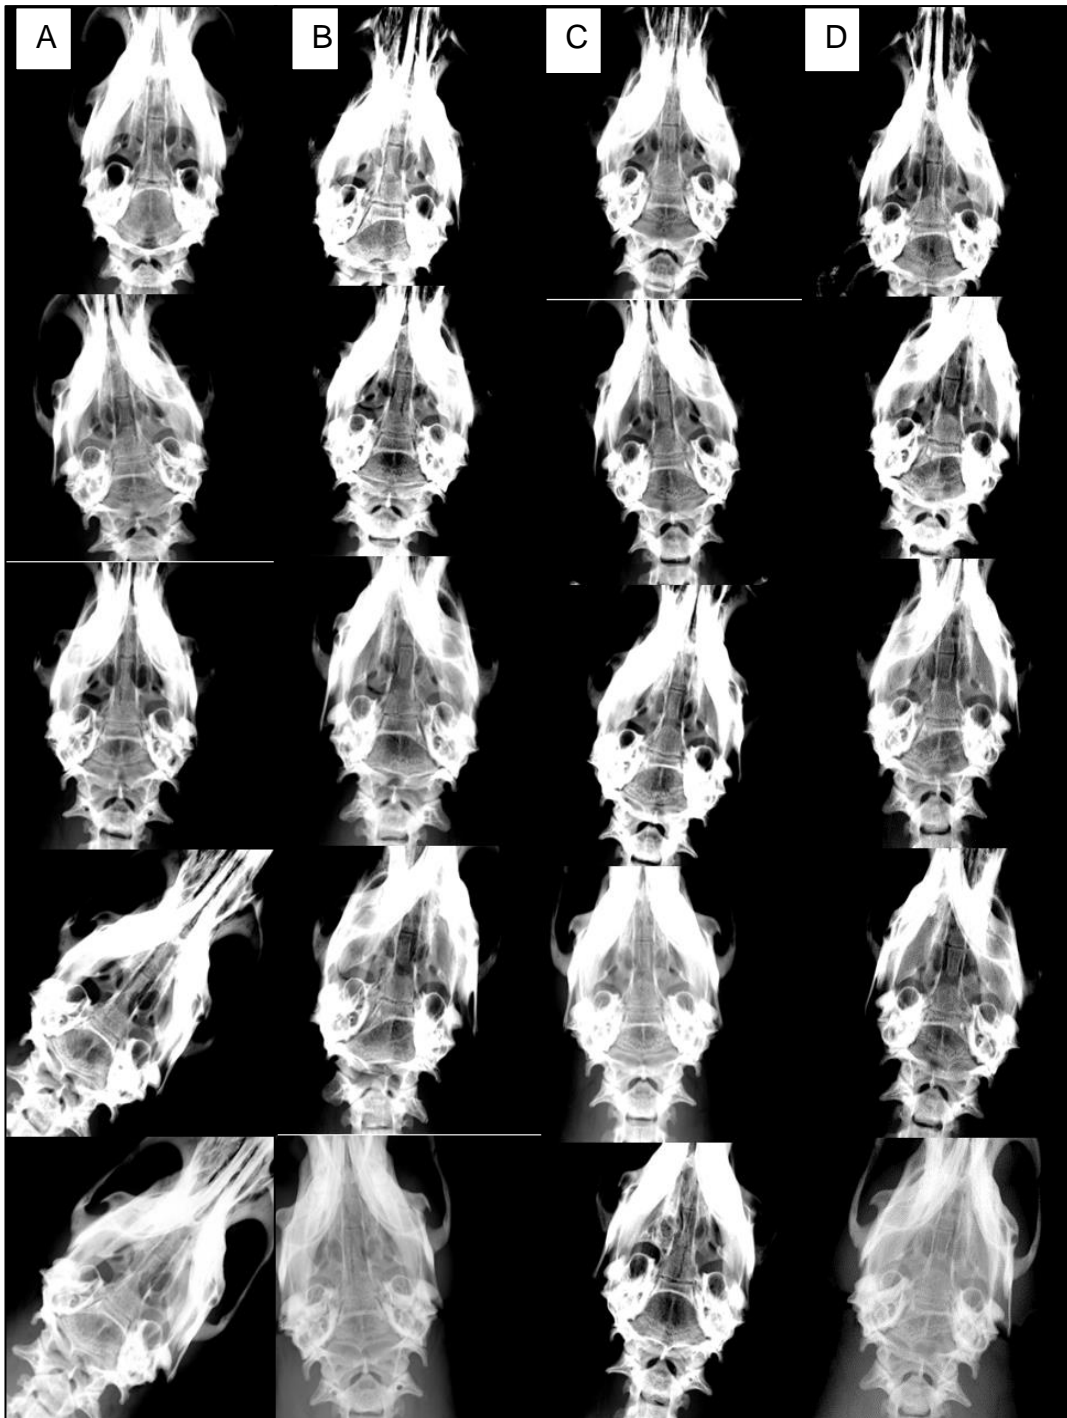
Verlaufsübersicht der Röntgenbilder. A: Leerkontrolle, B: Kollagen-Gel, C: CG + BSP high, D CG+ BMP-7
